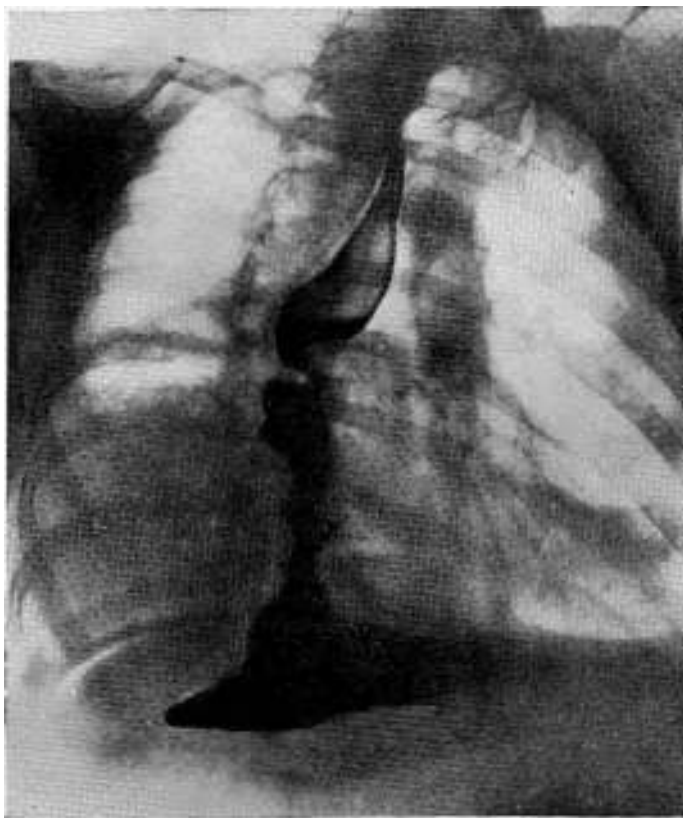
La radiografía muestra un buen pasaje baritado a través de la neoboca esófago - gástrica.
